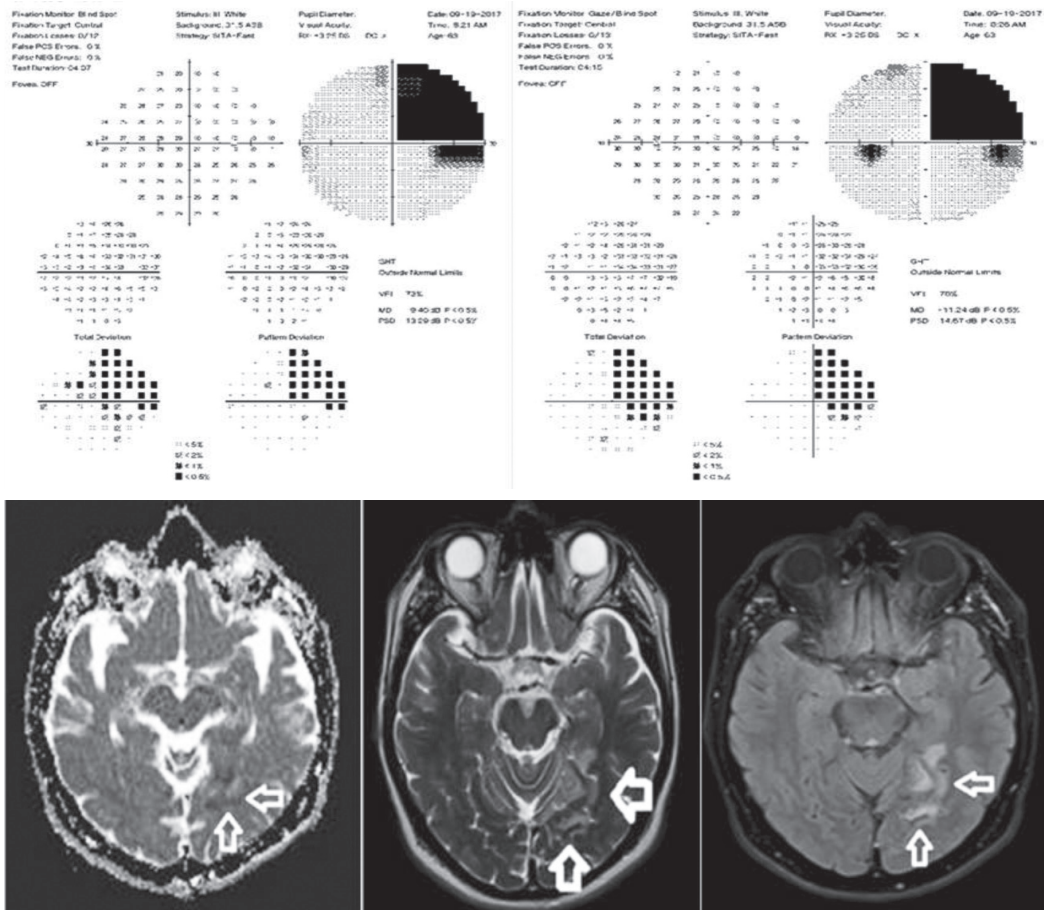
İlk hastanın görme alanı testinde inkomplet homonim hemianopsi görülmektedir. Kranial MRG oksipital lobta kronik serebral enfarkt ile uyumludur.
